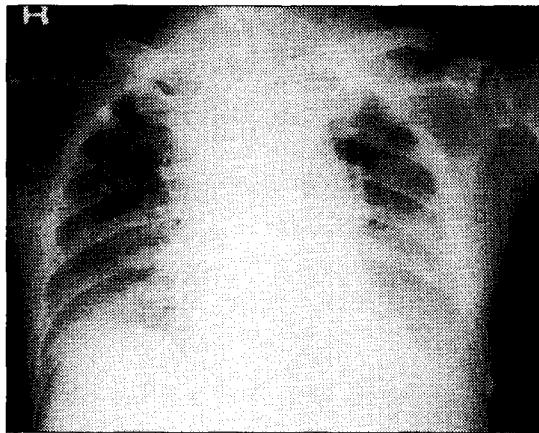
Chest radiograph shows widening of mediastinum and soft tissue swelling of lower neck. Also noted is diffuse haziness in mid and lower lung zones, suggesting pleural effusion.
